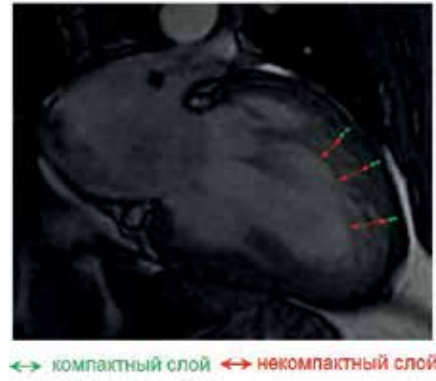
МРТ сердца пациента И. (клинический пример № 2).
